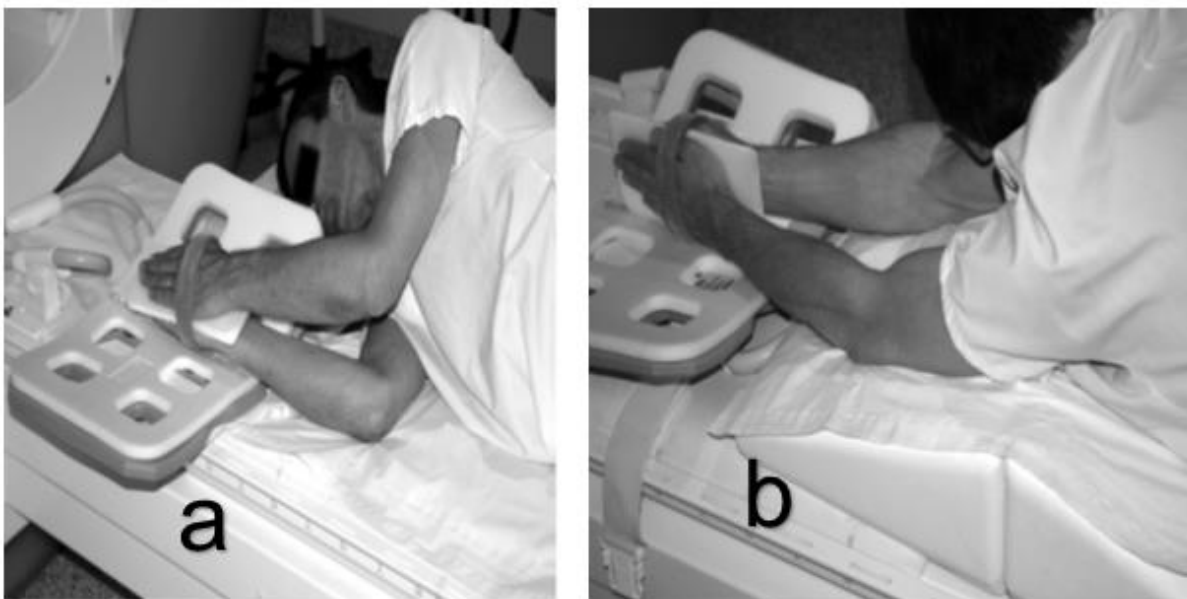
Positionnement des patients dans l'IRM. a : Sur le côté, b : Sur le ventre[26].
